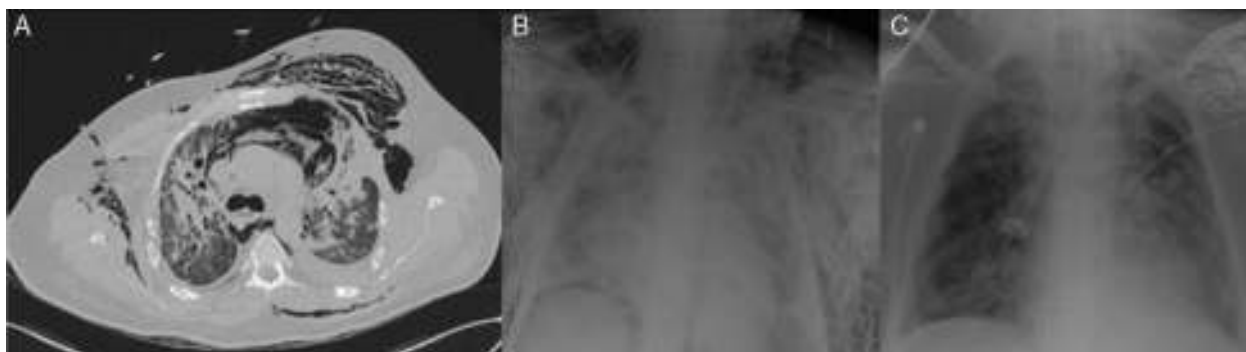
A) Imagen de TAC con importante enfisema subcutáneo y neumomediastino. B) Radiografía de tórax portátil que evidencia enfisema subcutáneo, infiltrado alvéolo-intersticial bilateral e intubación selectiva derecha. C) Radiografía de tórax portátil, varios días después de la colocación de endoprótesis traqueal.
